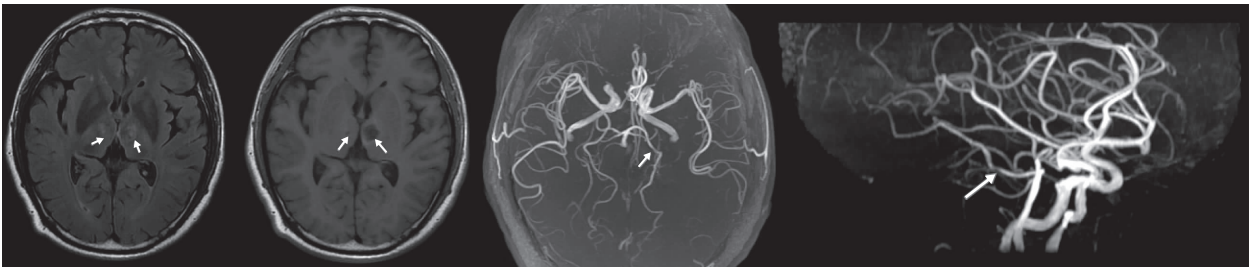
复查头颅 MRI 示双侧丘脑可见类圆形或小斑片状长 T₁ 长 T₂ 信号影,FLAIR 呈高低混杂或高信号影
